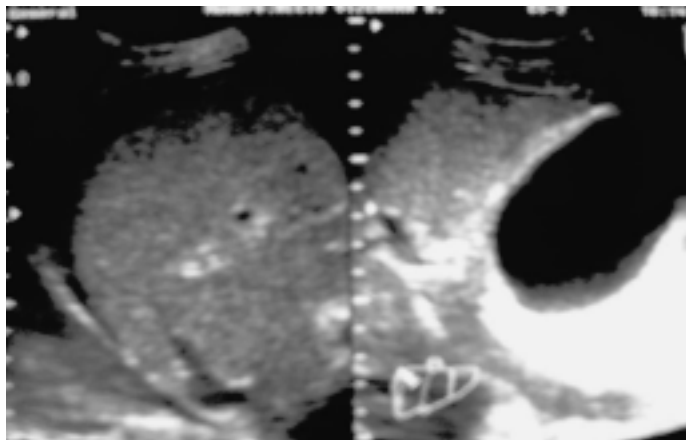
Estudio ultrasonográfico que muestra hígado de ecogenicidad heterogénea, con bordes discretamente irregulares, sin dilatación de la vía biliar intrahepática, la vesícula biliar se encuentra muy distendida, con paredes engrosadas, existe líquido perihepático.
